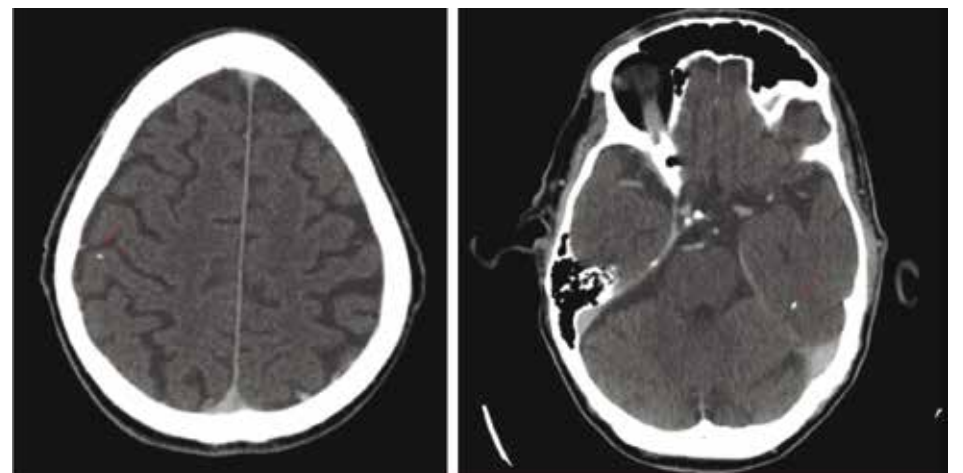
TC de crânio com contraste demonstrando as calcificações intraparenquimatosas de aspecto residual.
